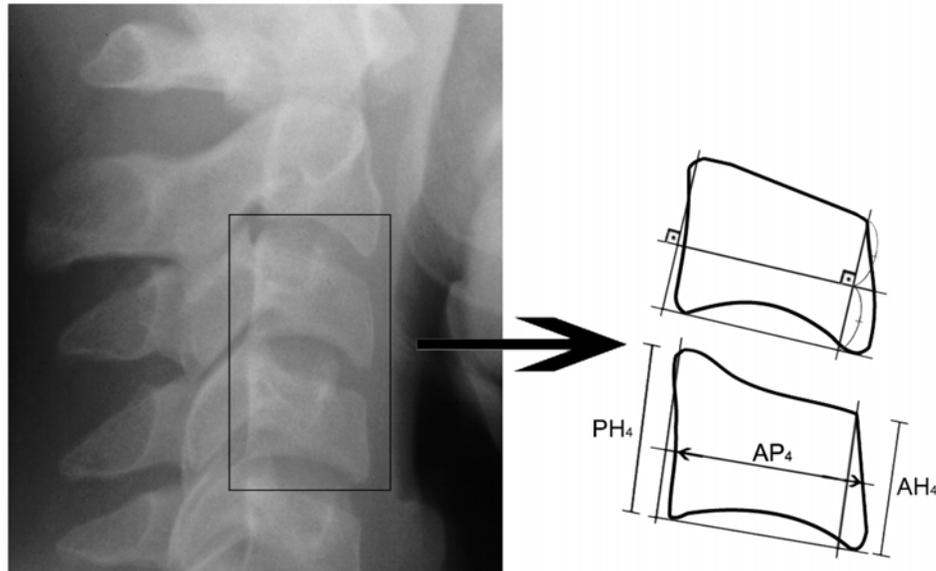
Areas of cervical vertebral bodies measured on cephalometric radiographs: $AH_{3,4}$ – distance from the top of front part to the tangent of lower part; $PH_{3,4}$ – distance from the top of back part to the tangent of lower part; $AP_{3,4}$ – Anteroposterior distance at middle of cervical vertebral body.
